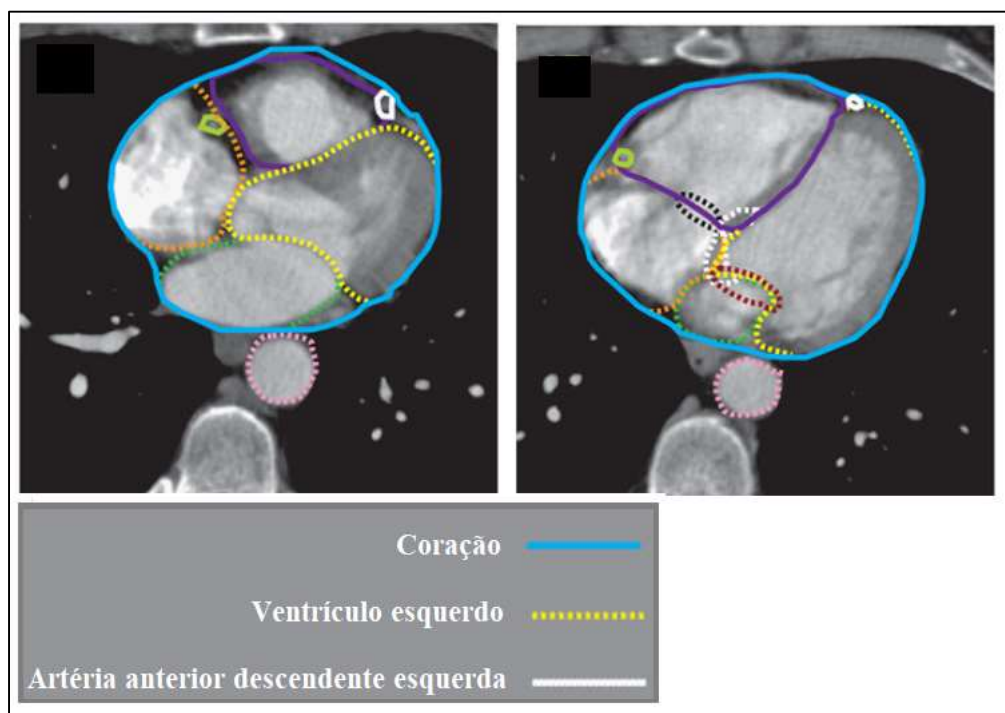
Imagem de tomografia computadorizada contendo o delineamento do coração, da artéria anterior descendente esquerda (LADAC) e do ventrículo esquerdo (VE).
